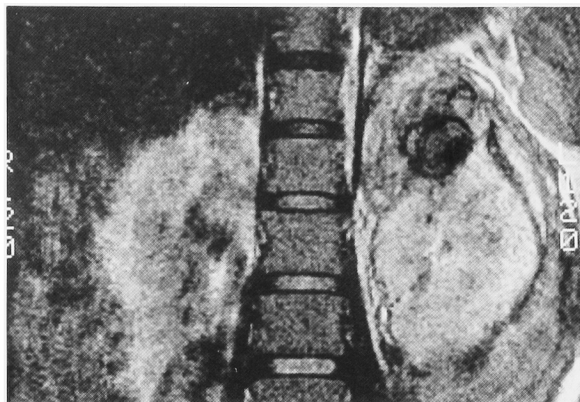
MRI (T1-weighted) shows a left renal tumor.
